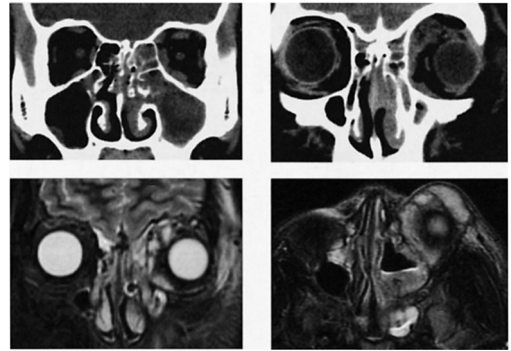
CT and MRI (T2) finding.
